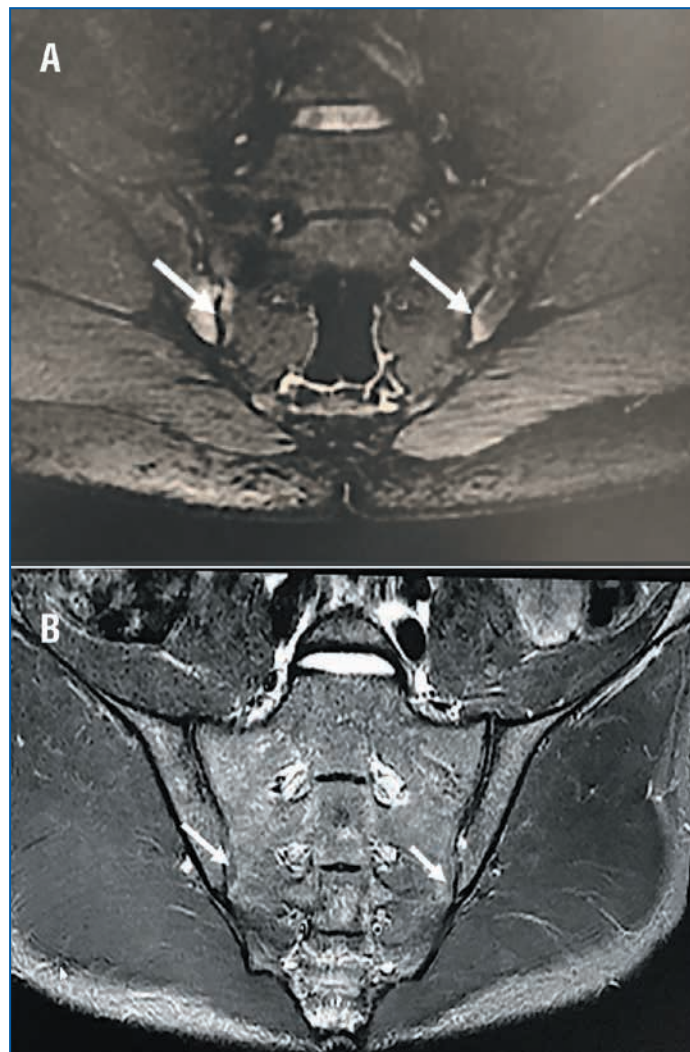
Данные МРТ КПС пациента с АС до (А; 2017 г.) и после (В; декабрь 2020 г.) лечения секукинумабом (исследования выполнены на разных томографах)
